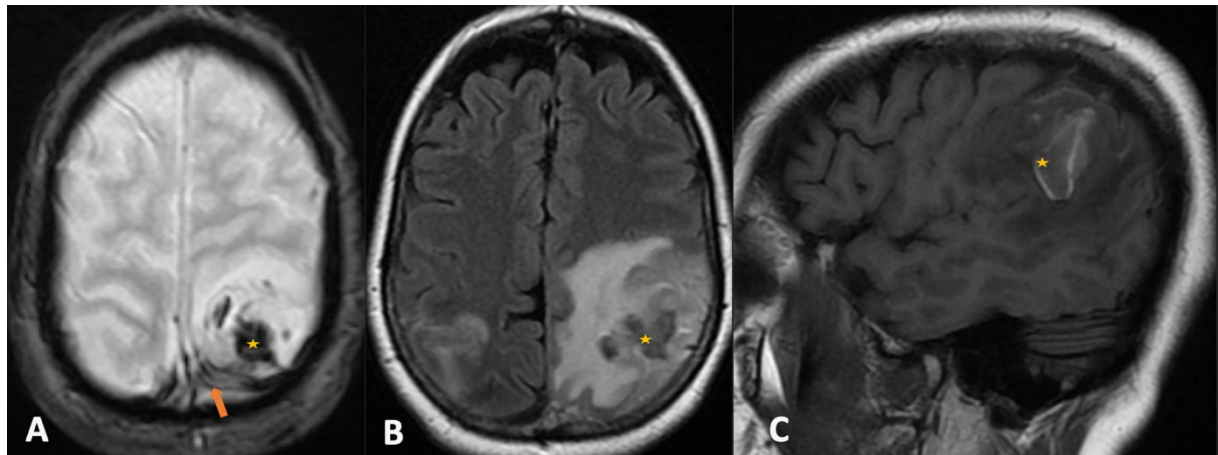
IRM cérébrale montrant un infarctus hémorragique frontale gauche et veineux frontale droit en rapport avec une thrombose du SSS et d'une veine corticale gauche. La composante hémorragique (astérisque jaune) est asignal en T2 (A) en hyposignal T2 (B) et hypersignal T1 (C). (A) Le SSS et la veine corticale frontale gauche sont en asignal en T2* avec blooming artefact (flèche orange).*
